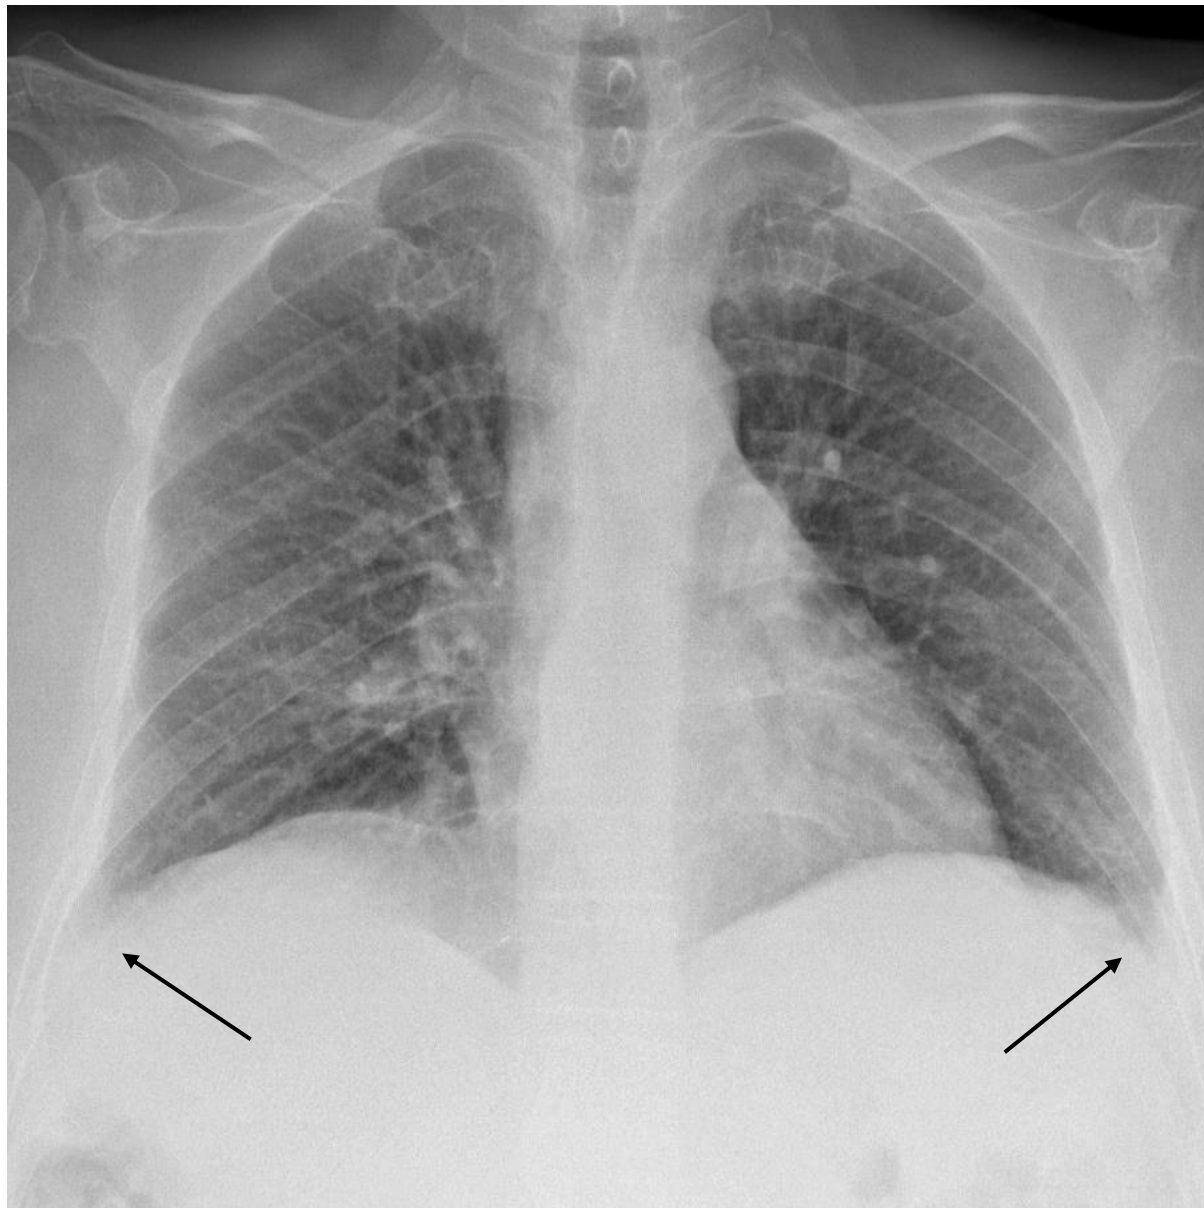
Radiografía PA de paciente con insuficiencia cardiaca. Edema intestinal bilateral y pinzamiento de ambos senos costofrénicos (flechas) compatible con edema agudo de pulmón con derrame pleural bilateral. La IA no identificó en este caso la presencia de derrame.
